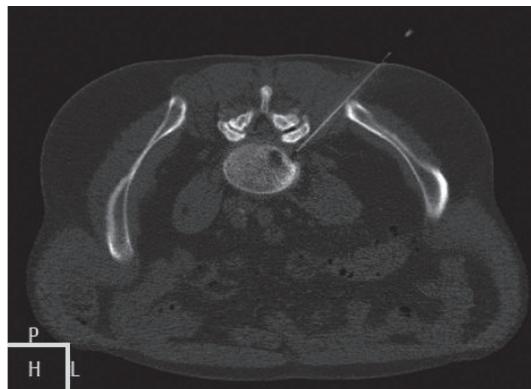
Bloqueo selectivo foraminal de raíz L5 izquierda, realizado en tomografía computada multicorte. Paciente en decúbito prono. Se observa la aguja con su extremo intraforaminal antes de la inyección de la medicación.
